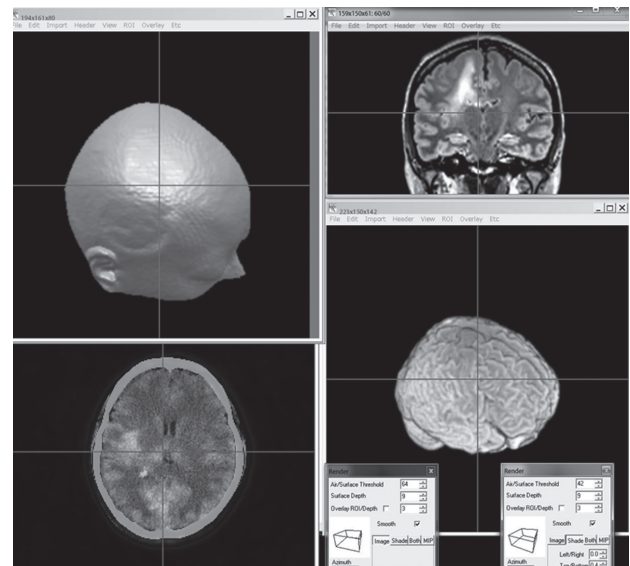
ナビゲータの画面。現在手術している部位がカーソルで示されている。画像は CT, MRI, DTI, PET など、自由に組み合わせることが可能である。
